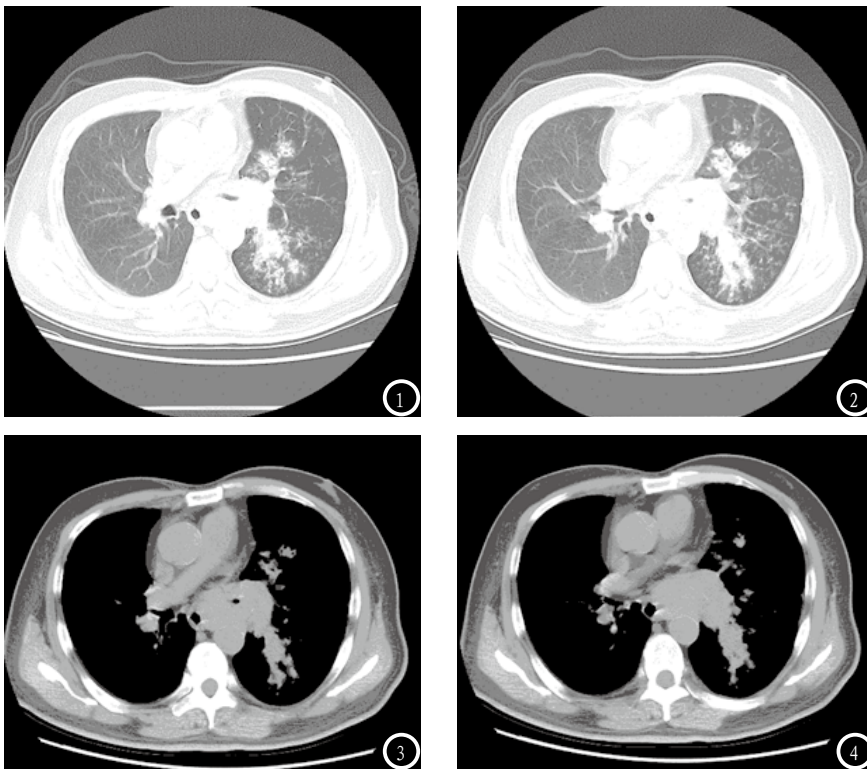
同一患者胸部CT不同层面,左肺门增大,左肺门区肿块,左肺支气管阻塞,手术证实为左肺下叶中央型肺癌。图3-4 与图1-2为同一患者,胸部CT纵隔窗不同层面,左肺下叶肺门区肿块,左肺下叶支气管阻塞,气道受阻。
